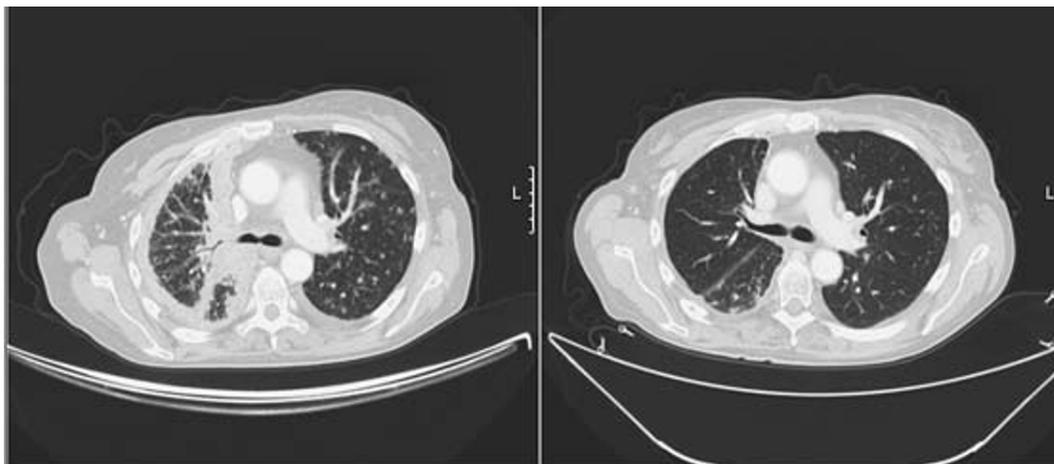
Caso 1. TC torácica pré e pós-terapêutica com erlotinib
